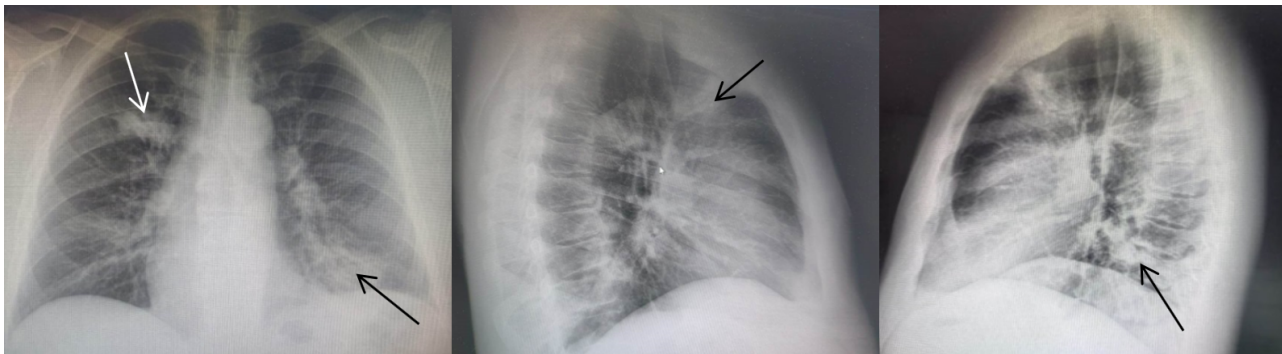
Бактериальная пневмония с типичным течением у больного ХЛЛ при стандартном рентгенологическом исследовании. Участки затемнения легочной ткани неправильной формы с нечеткими контурами воспалительного генеза в верхней доле правого легкого и нижней доле левого легкого (показаны стрелками).
